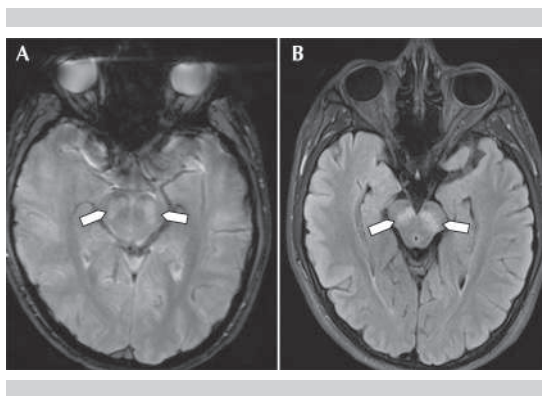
Resonancia magnética nuclear en fase T2 (A) y FLAIR (B). Predomina la hiperintensidad de la sustancia negra en estas secuencias.
